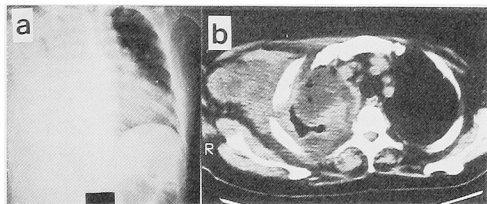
a) Chest X-P demonstrated right pleural effusion. b) CT-scan demonstrates soft tissue mass on right chest wall and pleural effusion.
